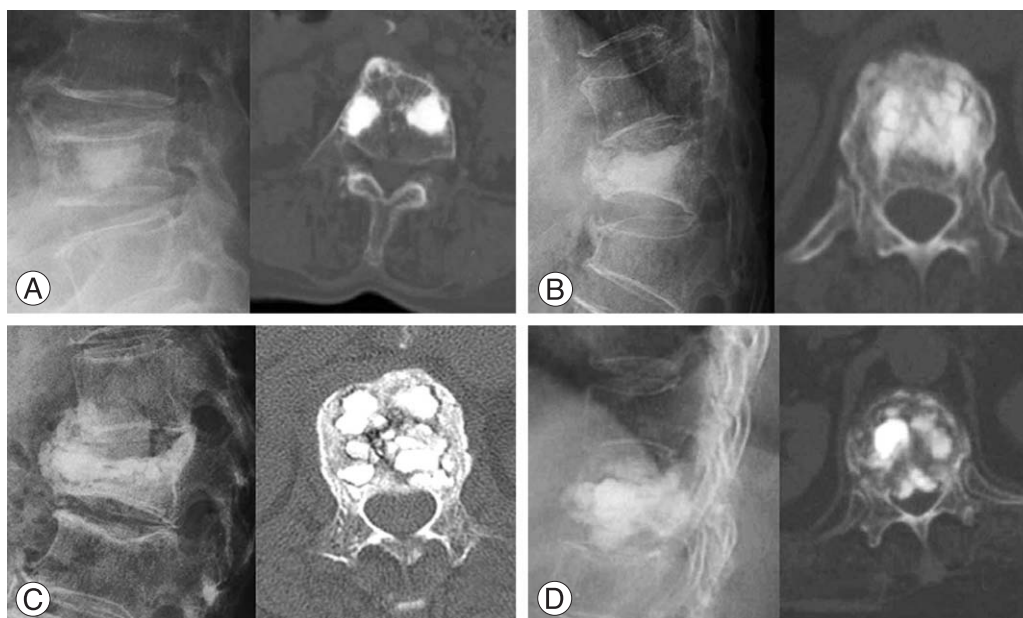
According to follow-up X-ray and CT scan, the case was divided into 4 group (A) Group 1 shows maintained vertebral height with minimal resorption of cement. (B) Group 2 shows maintained vertebral height with some resorption of cement. (C) Group 3 shows cement crack resorption and moderated vertebral collapse. (D) Group 4 shows cement crack resorption, cement migration and marked collapse.
